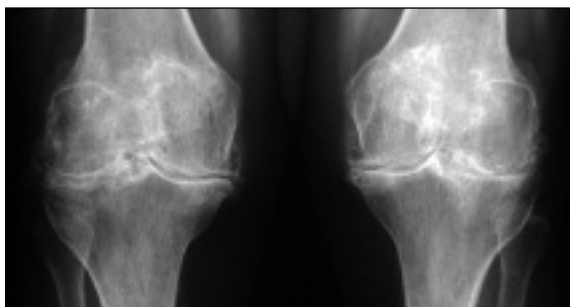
Caso clínico 1 – radiografia em carga dos joelhos revelou diminuição acentuada da entrelinha articular, osteofitose exuberante, quistos ósseos e calcificação meniscal bilateralmente.
